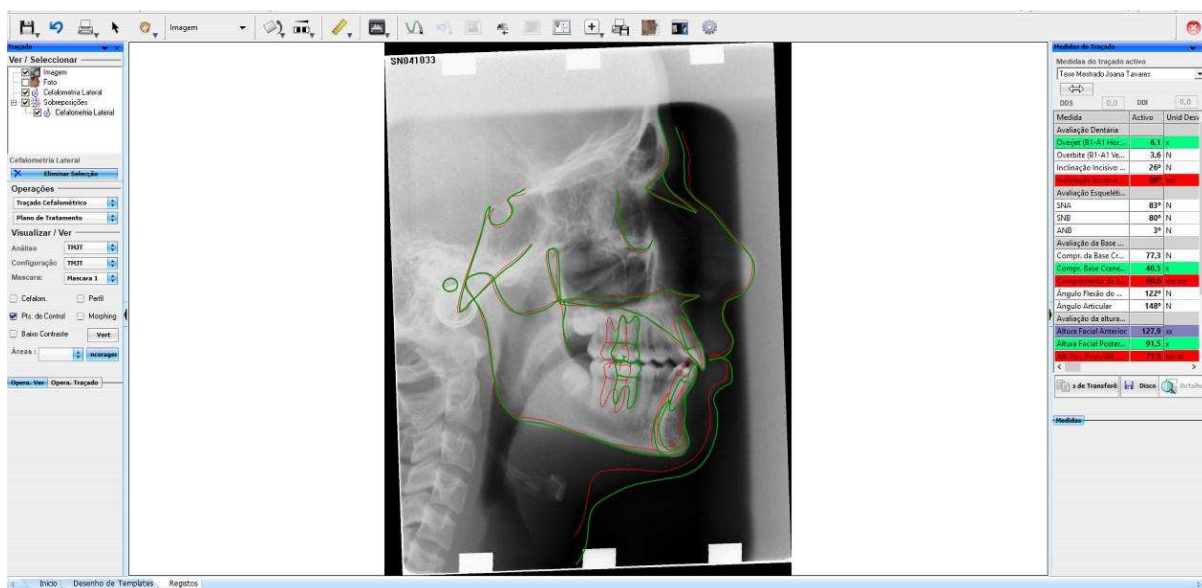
Sobreposição da telerradiografia de contenção (traçado cor verde) com a telerradiografia final (traçado cor vermelha em relação a S-Na, no software *Dental Studio-Nemoceph*® versão 11.3.38.
